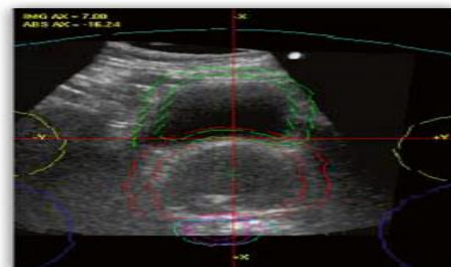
Système d'imagerie échographique américain
